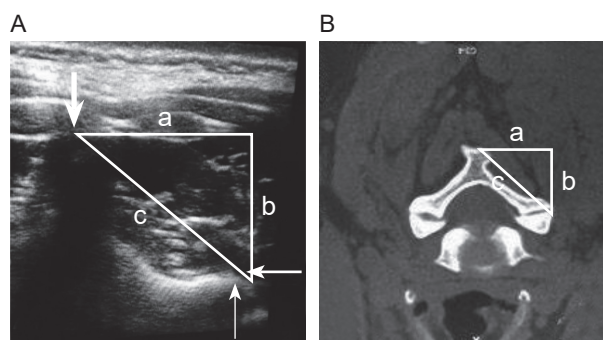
超声与CT探测同平面颈椎关节突关节及数据测量 (A) 颈椎关节突关节的超声横截面影像及所测量的a、b、c值; (B) 与超声图像相同平面的CT影像及所测量的a、b、c值
